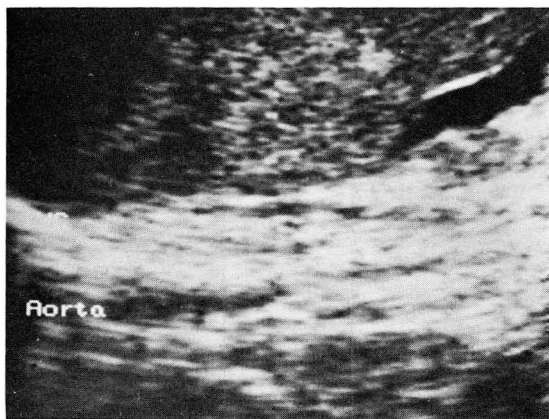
Ultrasonography shows the mixed echoic hepatic mass compressing inferior vena cava.
